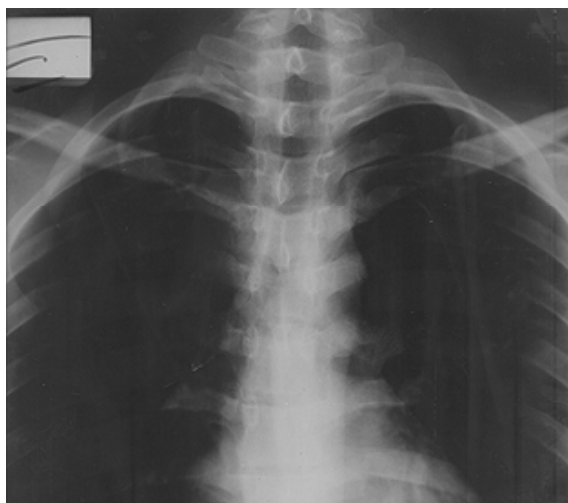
Chest X-ray for the third day.
